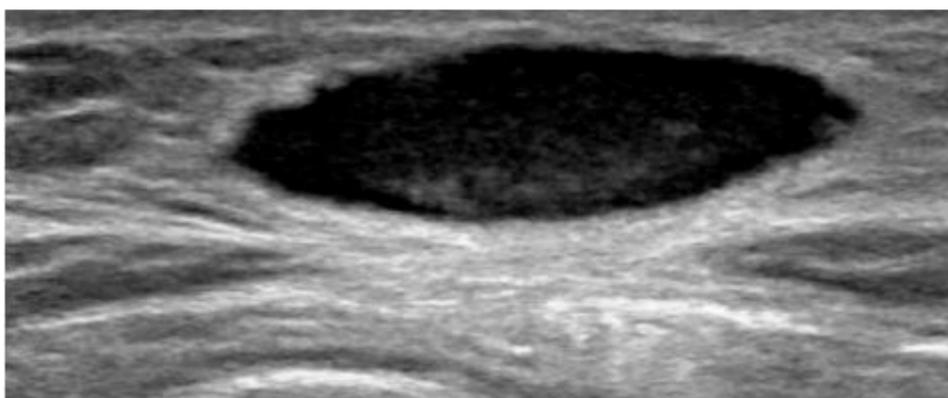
Ecografía: Nódulo hipoeecogénico con aumento de la vascularización en su interior.
